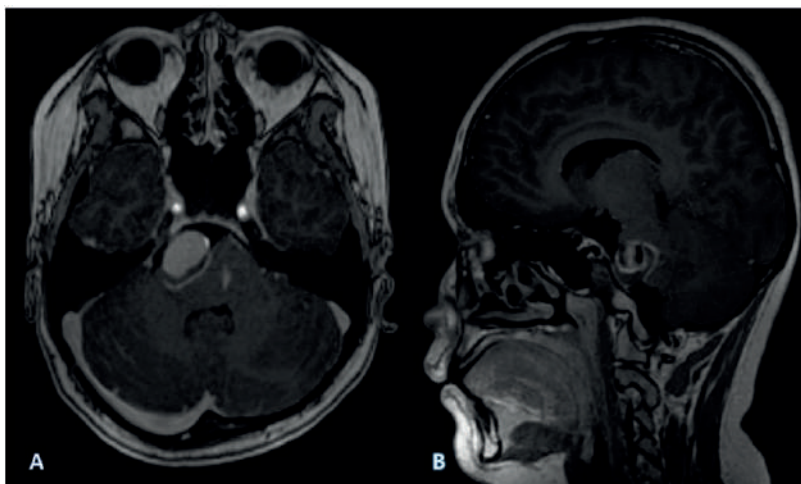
На МРТ головного мозга признаки частично тромбированной аневризмы базилярной артерии (А – аксиальный снимок; В – сагитальный снимок)
